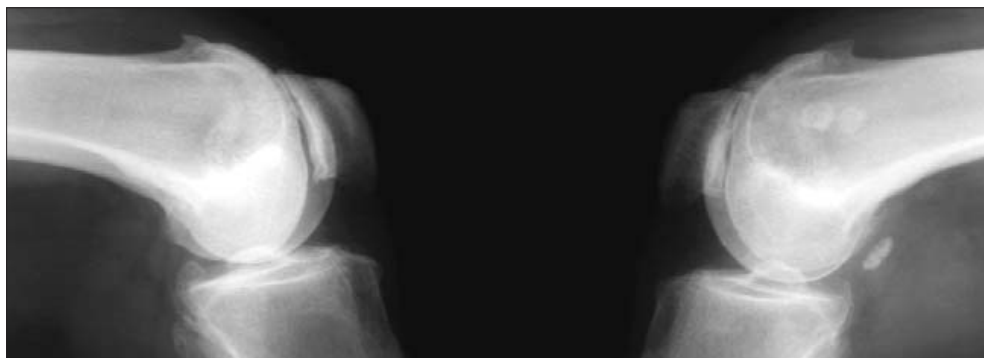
Рентгенограммы коленных суставов в боковой проекции. Множественные остеофиты на краях суставных поверхностей и задних углах надколенников. Субхондральный остеосклероз надколенников
